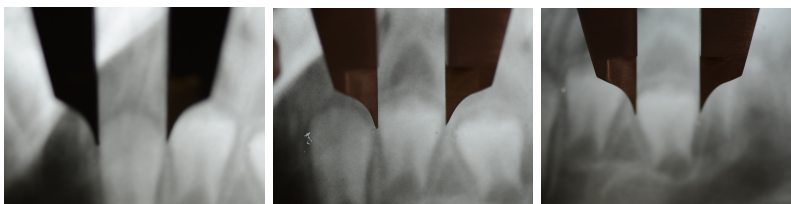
Sequência para determinação do diâmetro mésio-distal do canino e pré-molares na teleradiografia 45° do lado esquerdo.
